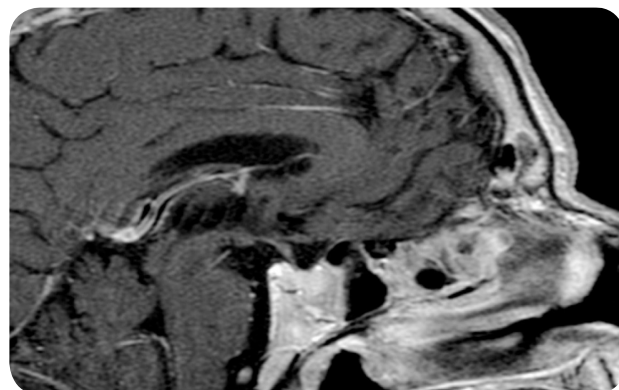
RM sagital T1 con contraste intra venoso, donde se visualiza importante intensificación de la masa esfenoidal.
